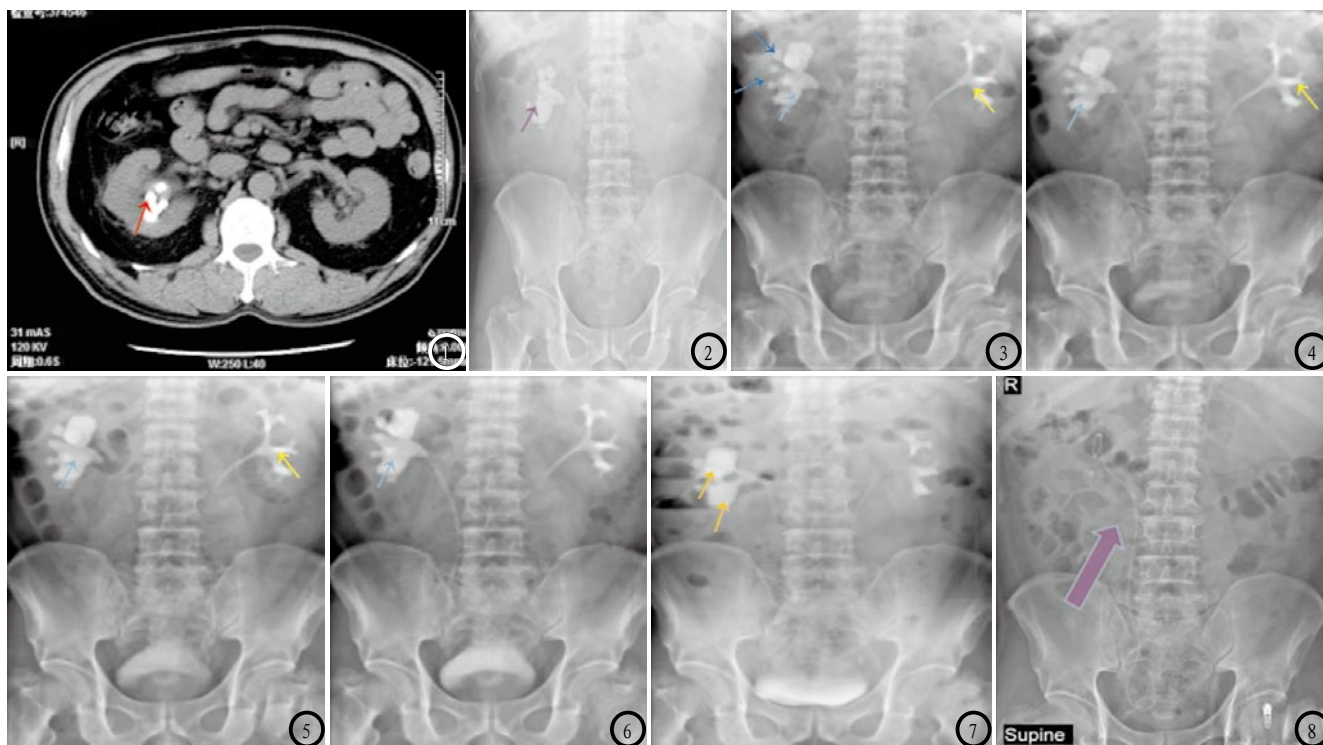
肾结石术前、术后CT扫描图像。图1 CT平扫显示右肾实质内可见结节样高密度影(箭头);图2 腹部立位平片示右肾区见铸型状高密度影(箭头);图3-6 为静脉肾盂造影1分钟、3分钟、5分钟及15分钟摄片显示:左肾盂、肾盏显影形态、大小正常(箭头),右肾盏杯口消失(箭头);图7 可见右肾盂扩张积水(箭头);图8 右肾取石术后扫描显示右肾高密度影消失,右肾、右侧输尿管及右侧膀胱内见双“J”管影(箭头)。
